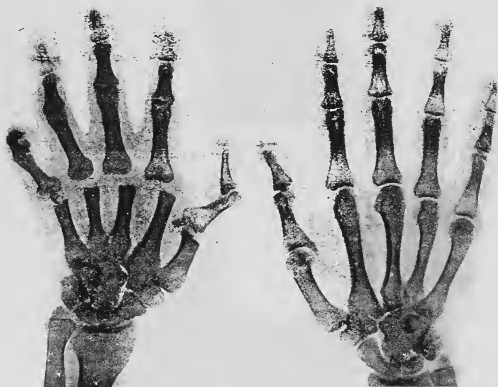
montrant les radiographies comparées de la main opérée et de la main intacte
